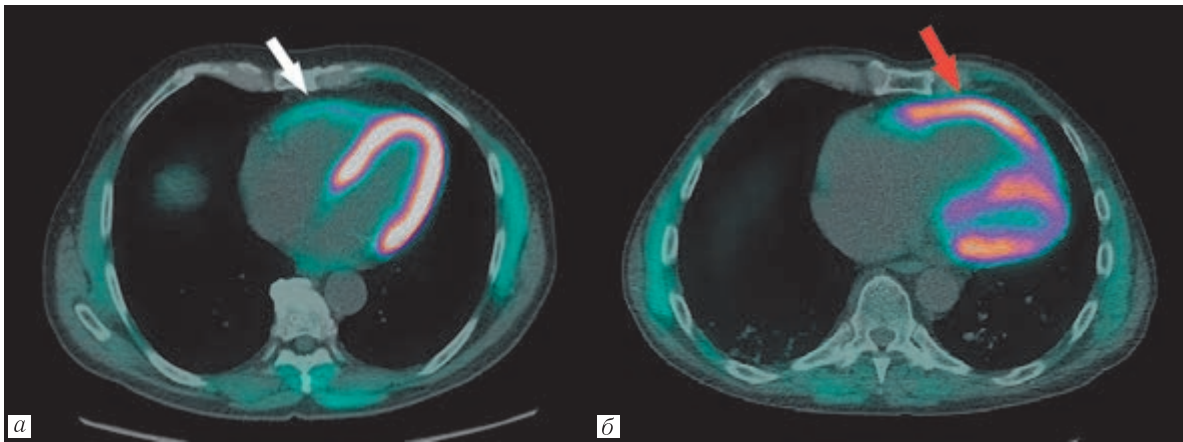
ПЭТ/КТ томограммы с [¹⁸F]-ФДГ в аксиальной плоскости: *а* — пациент с ХТЭЛГ с I функциональным классом ЛГ; *б* — пациент с ХТЭЛГ с III функциональным классом ЛГ. У пациента с высоким функциональным классом определяется повышенное накопление маркера углеводного метаболизма в гипертрофированном миокарде правого желудочка (красная стрелка), визуализируются расширенные правые камеры сердца и девиация межжелудочковой перегородки в сторону левого желудочка. У пациента с низким функциональным классом накопление РФП в миокарде правого желудочка минимально (белая стрелка)
